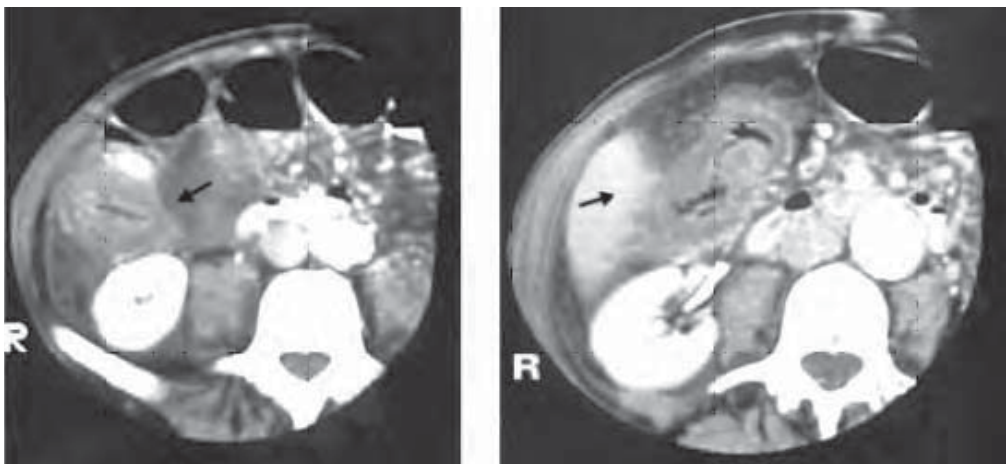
/9. TAC de abdomen. Colitis isquémica. Se observa el grosero edema de la pared del colon, con obstrucción casi completa de la luz.
